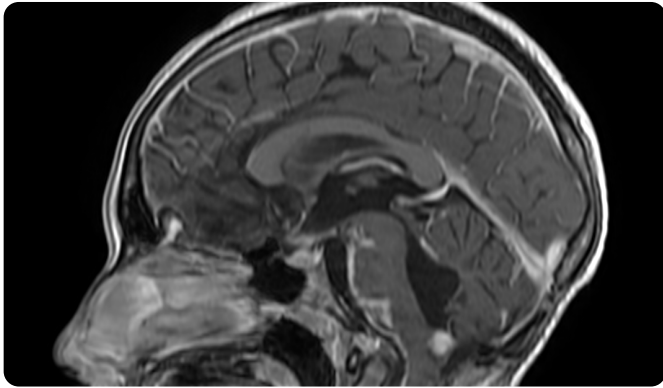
RM Secuencia sagital con información T1 y medio de contraste en la línea media: realce difuso de las cisternas perimesencefálica y prepontina y a lo largo de la unión bulbo-medular. Se observa un nódulo que realza con el medio de contraste en el óbex.
